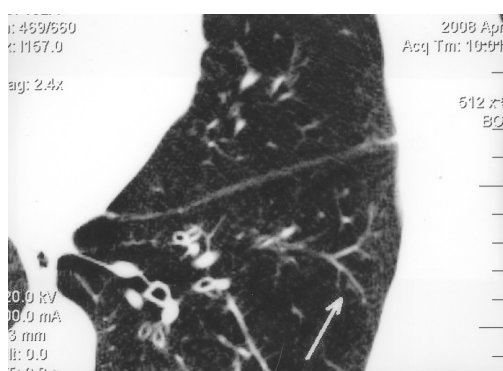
МСКТ больного В. 59 лет (х2). Диагноз: ХОБЛ тяжелой степени. Стрелкой указан расширенный деформированный сосуд в паренхиме VIII сегмента левого легкого.
